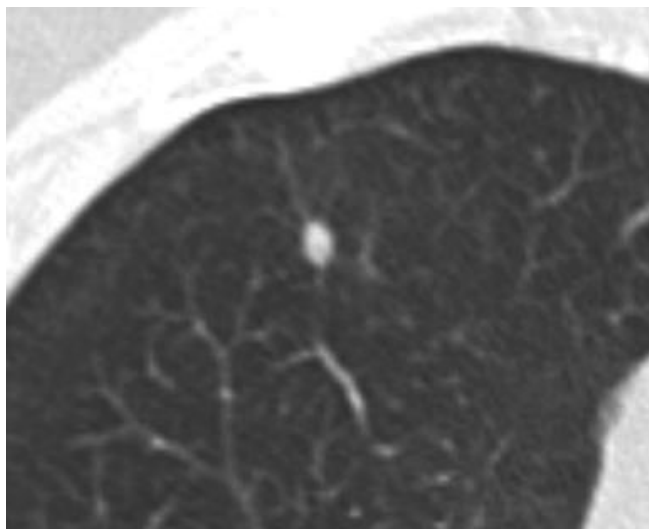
Anthracotic pigmentation in a 69-year-old man. Non-contrast CT with lung setting shows a 4.5 mm sized solid nodule with smooth margin.
